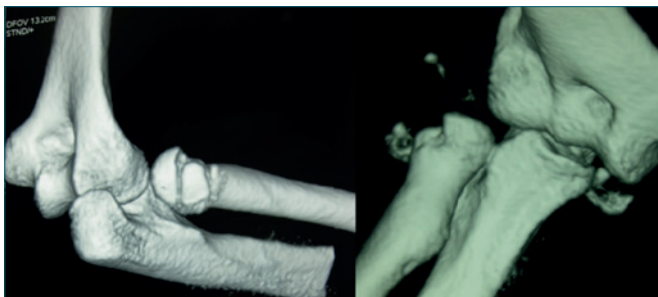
TC pre-operatoria.
